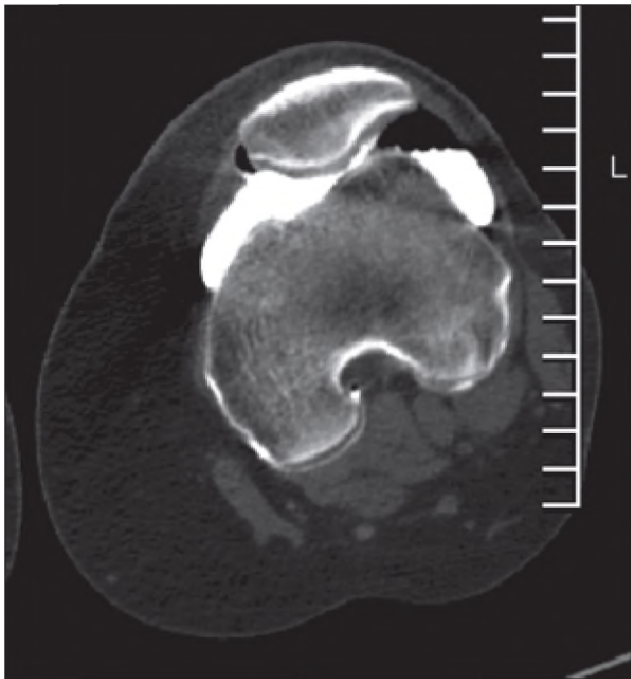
Аксіальна спіральна комп'ютернотомографічна ангіографія: нерівність суглобової поверхні латеральної фасетки надколінка. Пошкодження суглобового хряща 1-го ступеня
